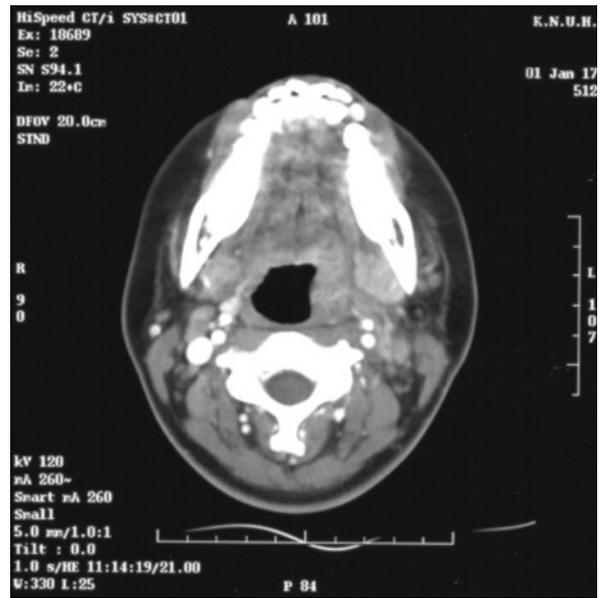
On the follow up neck CT, the abscess cavity cannot be seen but the peritonsillar inflammation still remains.
